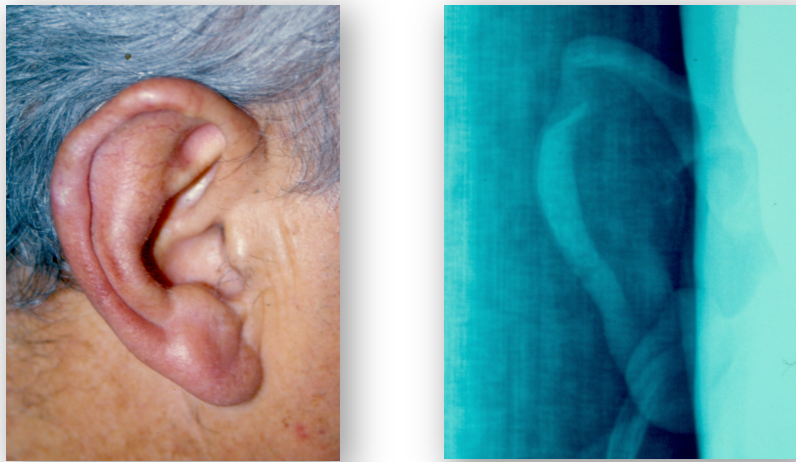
Osificación del cartílago del pabellón auricular. *Imagen izquierda:* Deformidad en hélix secundaria a la osificación. *Imagen derecha:* Radiografía en la que se objetiva la calcificación del hélix. (Imágenes cedidas por el Dr. José Midón Míguez).
